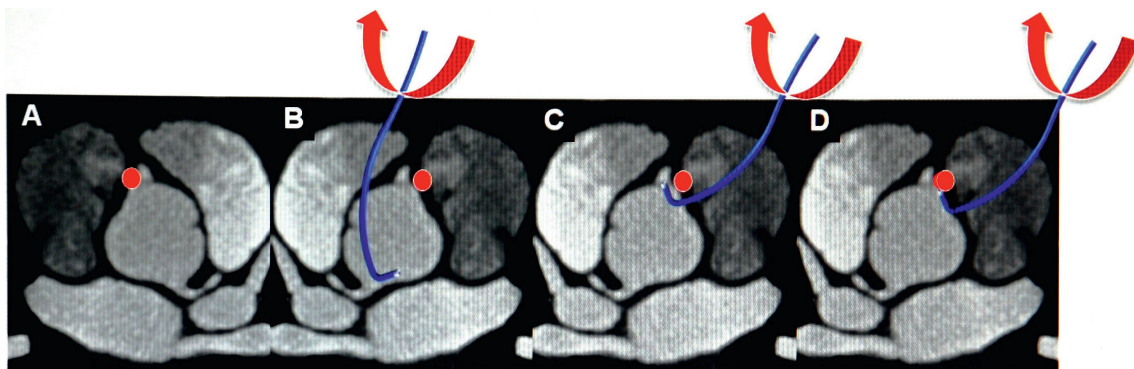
Technique de cathétérisme d'une artère circonflexe (point rouge) connectée dans l'artère coronaire droite proximale. Image tomographique (panel A). Images tomographiques inversées (vues par le coronarographe) avec mouvement habituel de sonde JR (rotation horaire) pour cathétérer l'artère coronaire droite (panels B et C). Retrait de l'ostium droit et poursuite de la rotation horaire pour cathétérer l'artère circonflexe ectopique (panel D).
